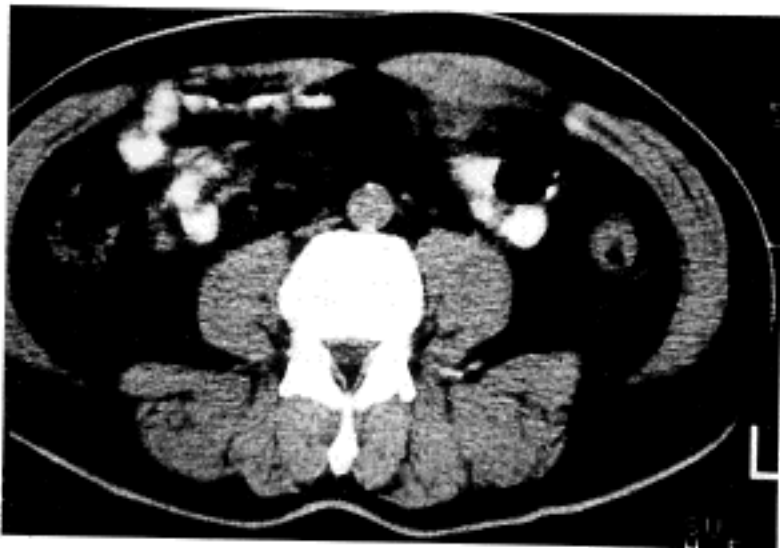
Abdominal CT finding. Abscess under the hypertrophic left abdominal rectus muscle is surrounded by omentum.
